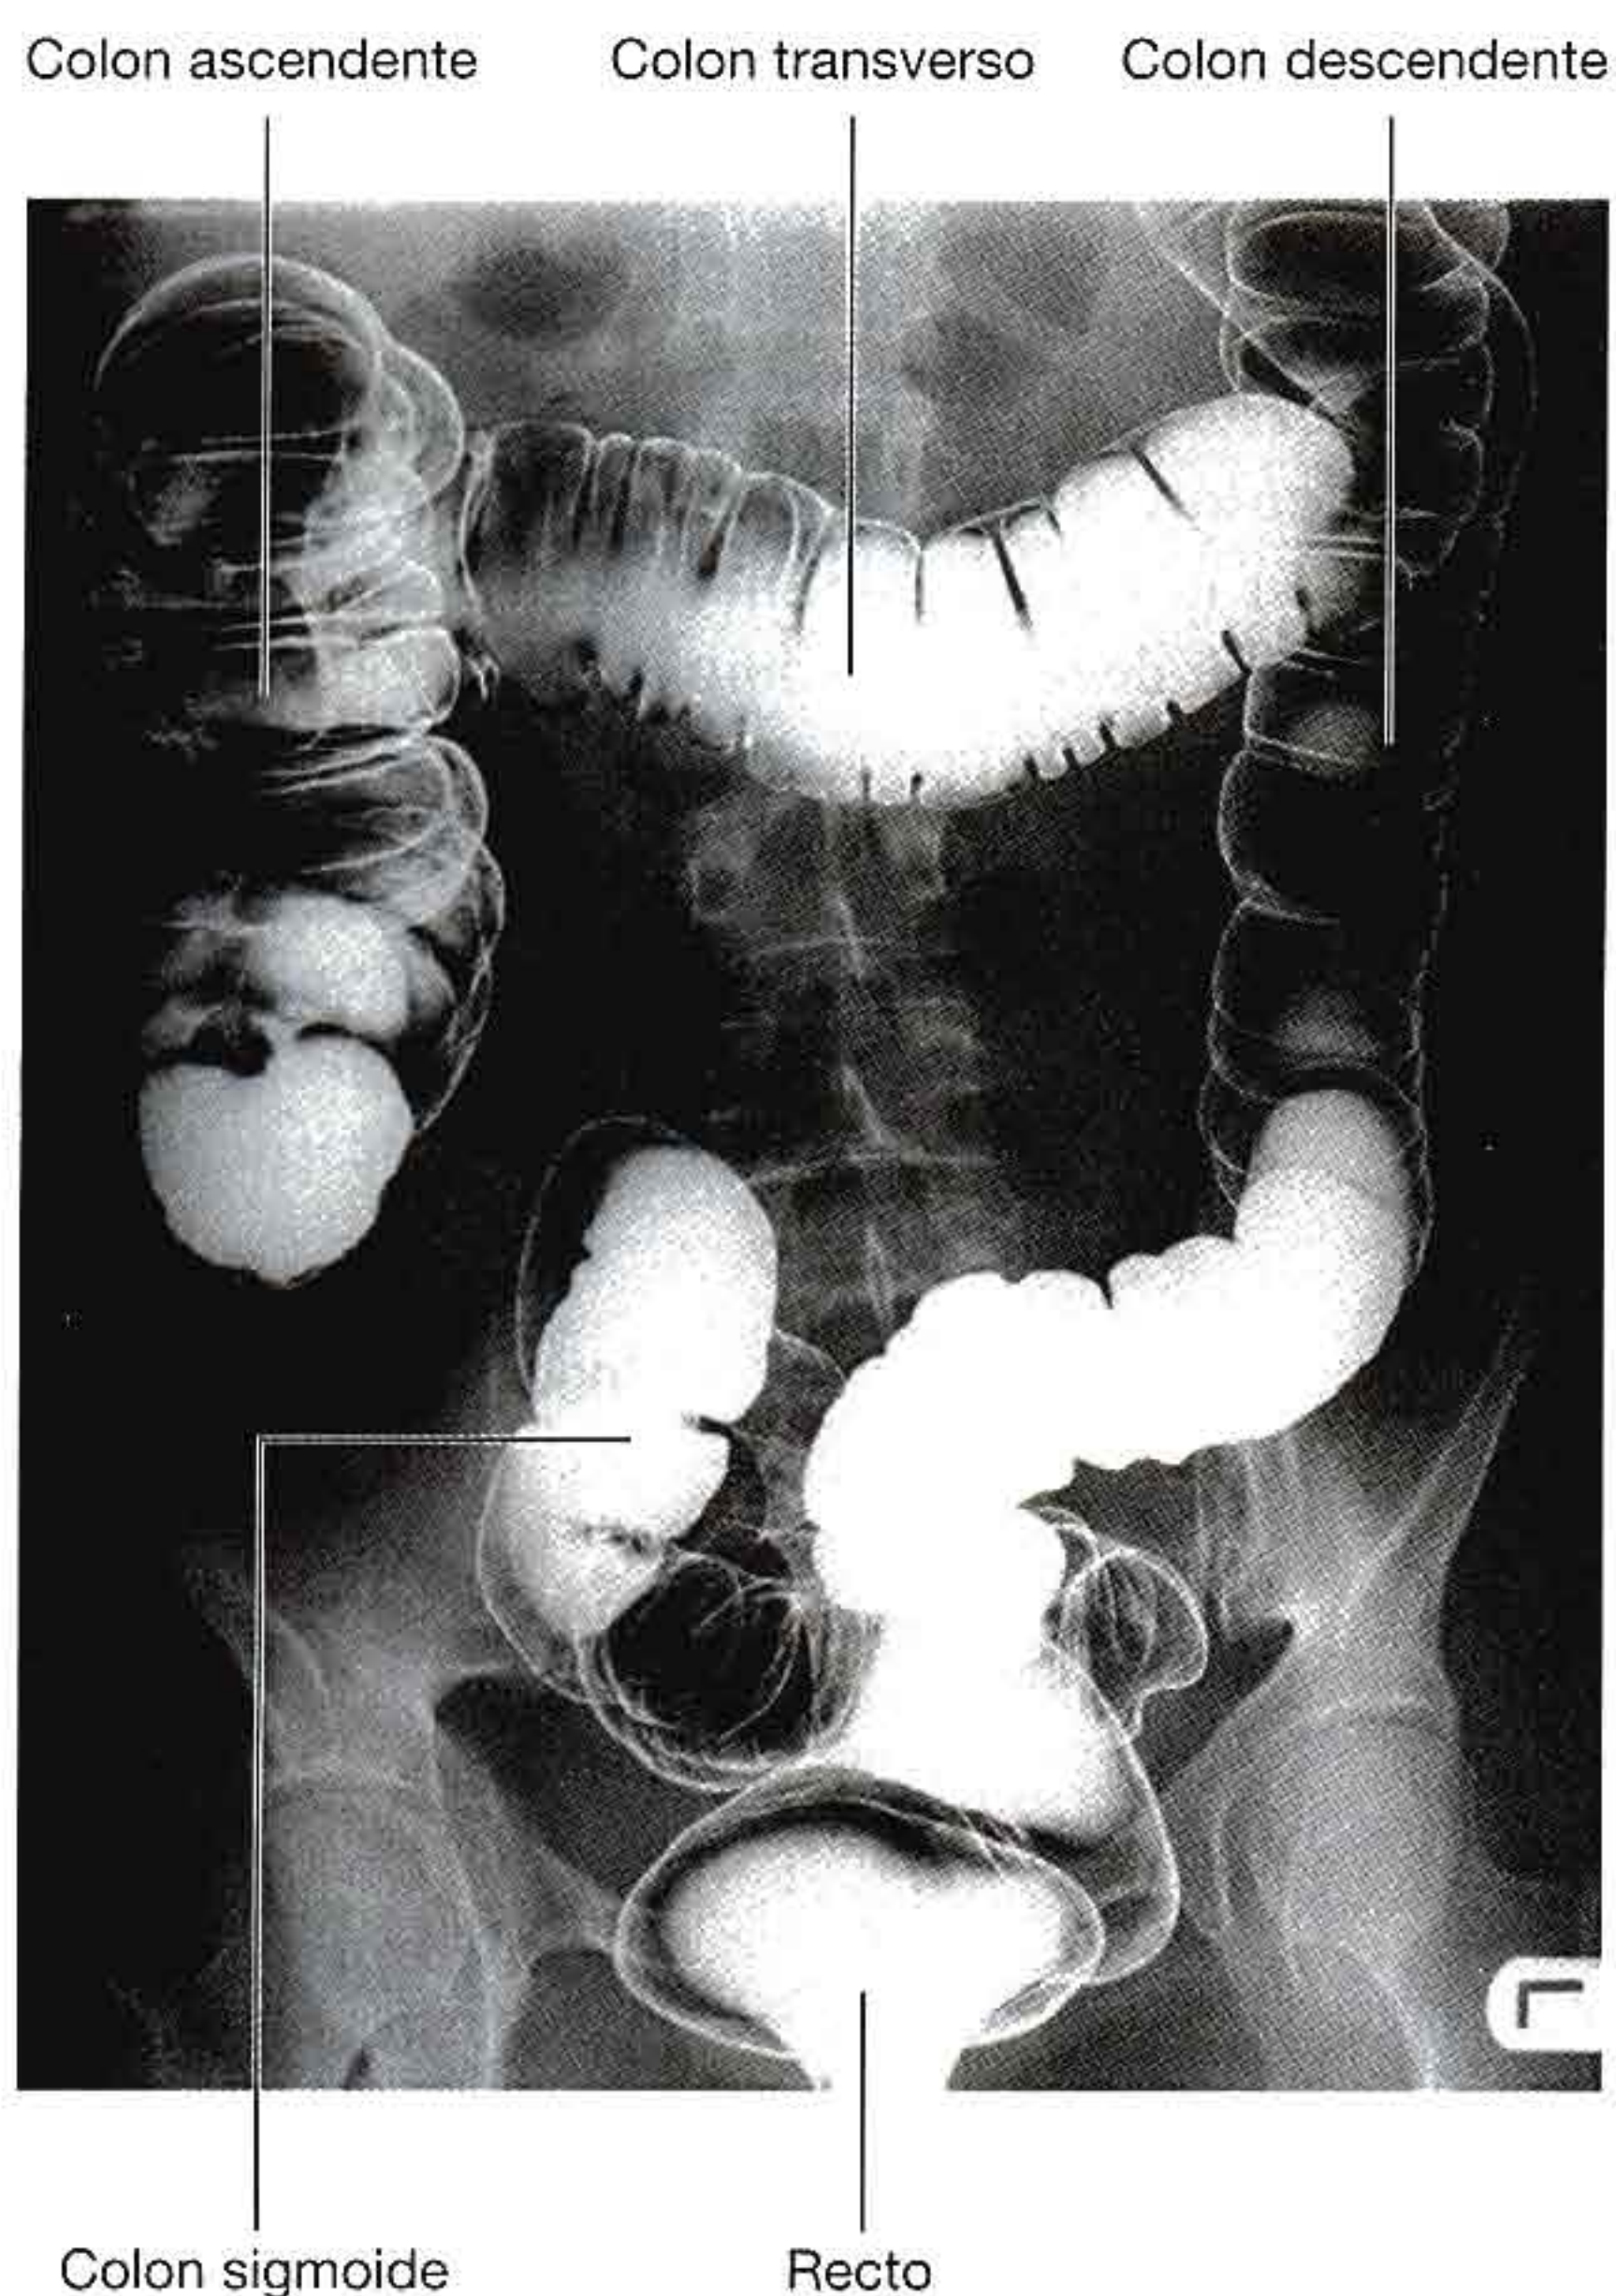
Radiografía con bario donde se muestra el intestino grueso.
